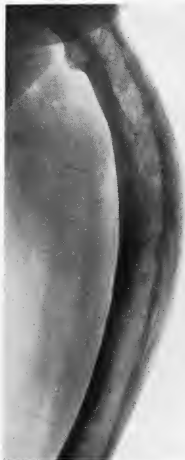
Radiographie de la diaphyse du fémur gauche avant l'opération.
